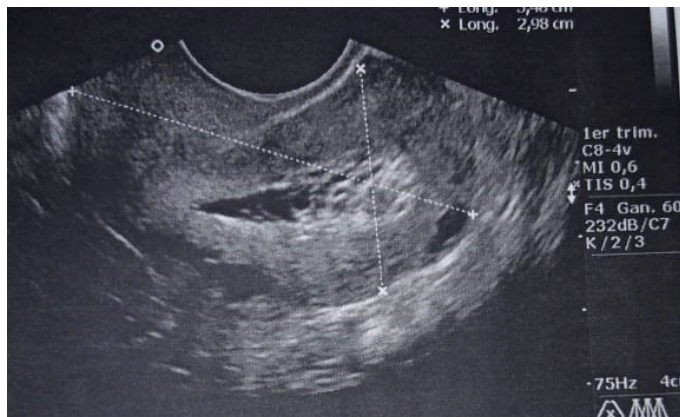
imagen de ecografía TV que lustra un endometrio engrosado a expensas de un carcinoma de endometrio.
